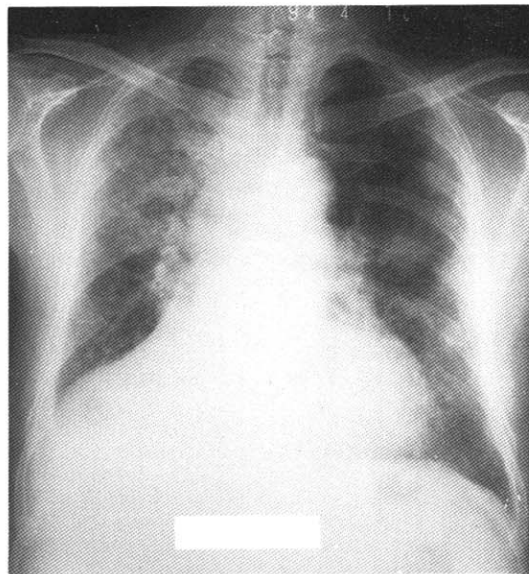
Chest radiograph showing haziness and pneumonic infiltration on entire right lung field and lower lobe of left lung.
